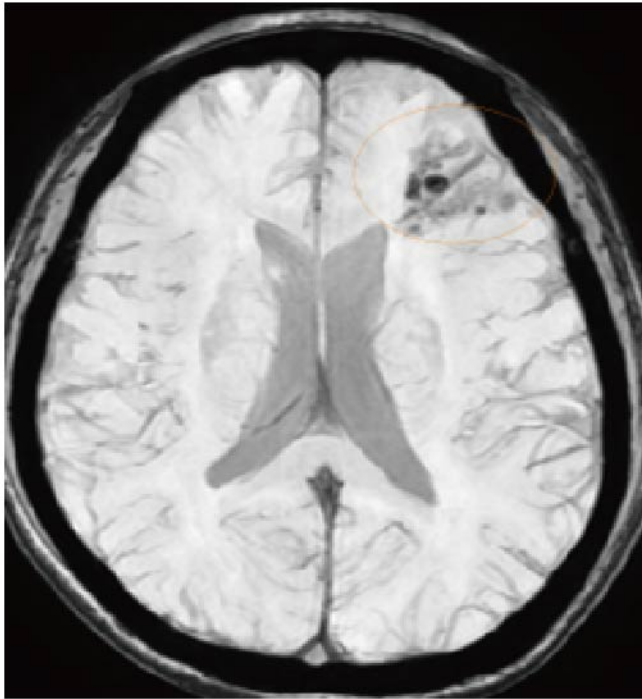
磁敏加權成像(susceptibility weighted imaging, SW)是一種檢測血液製品的MRI 序列
